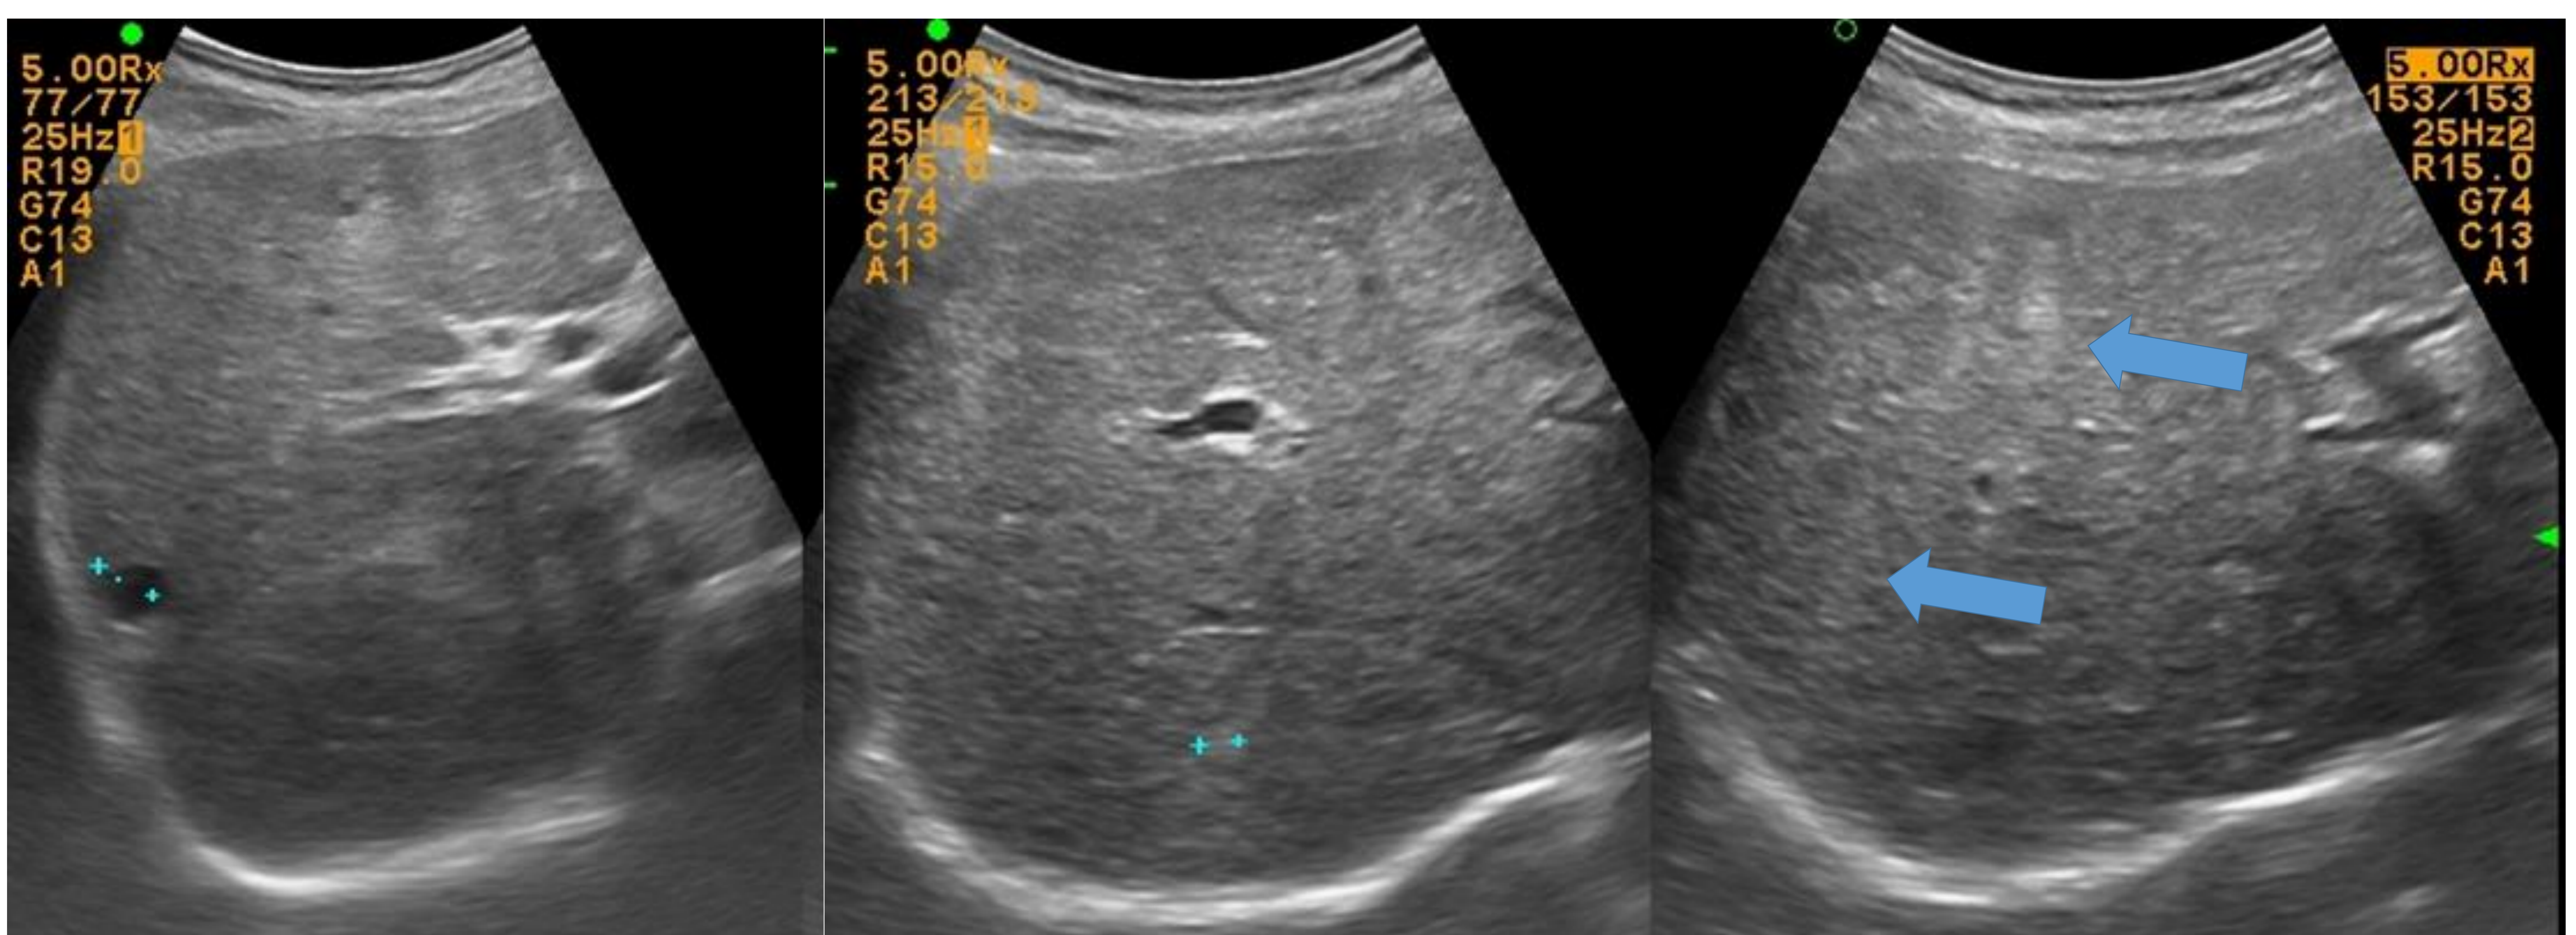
Imágenes de ecografía de otro paciente con HBM. En la izquierda se observa una lesión hipoecogénica en LHD, subcapsular. En la imagen central del mismo lóbulo se objetiva otra lesión hiperecogénica. Por último, en la imagen de la derecha se identifican los artefactos en cola de cometa de las lesiones sólidas (flecha).
